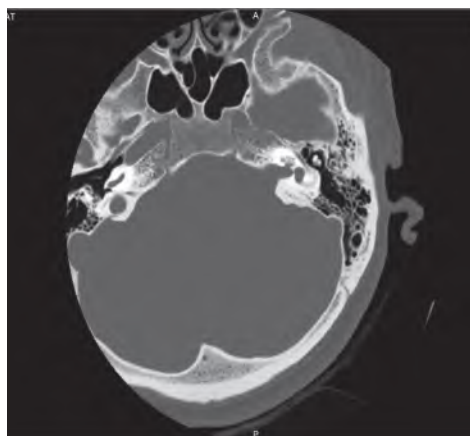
КТ височной кости
